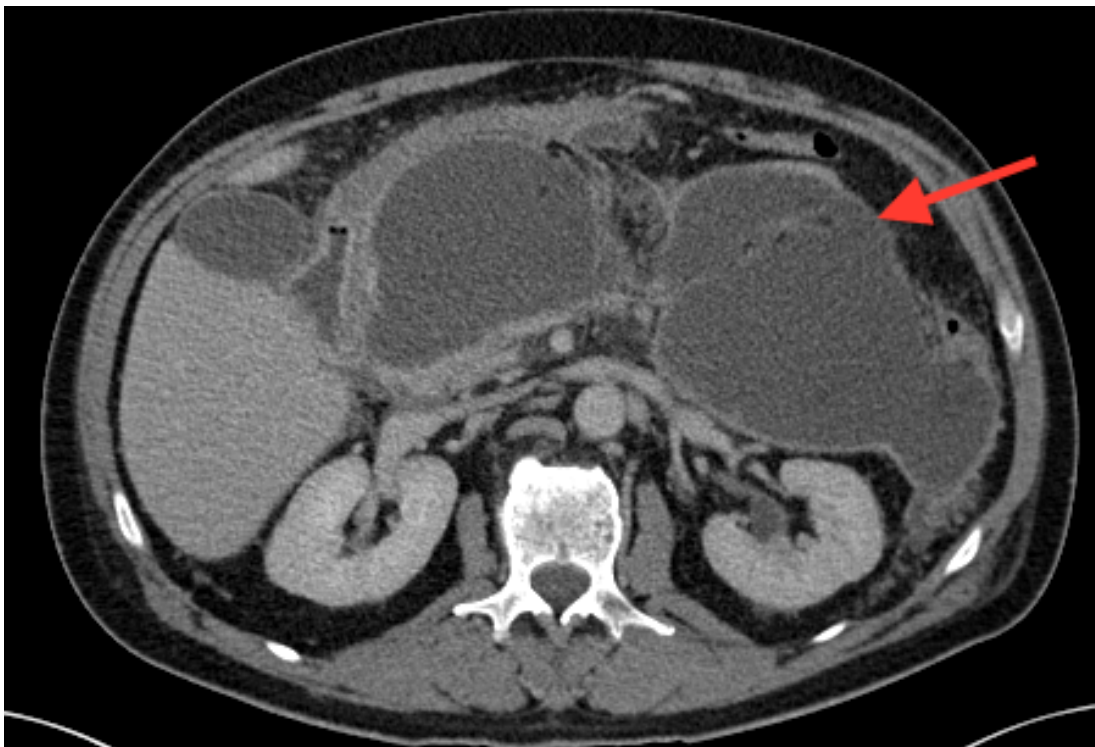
CT Aufnahme des Abdomens (Axial-Schnitte) Urinom 77 Jahre alter Patient.
